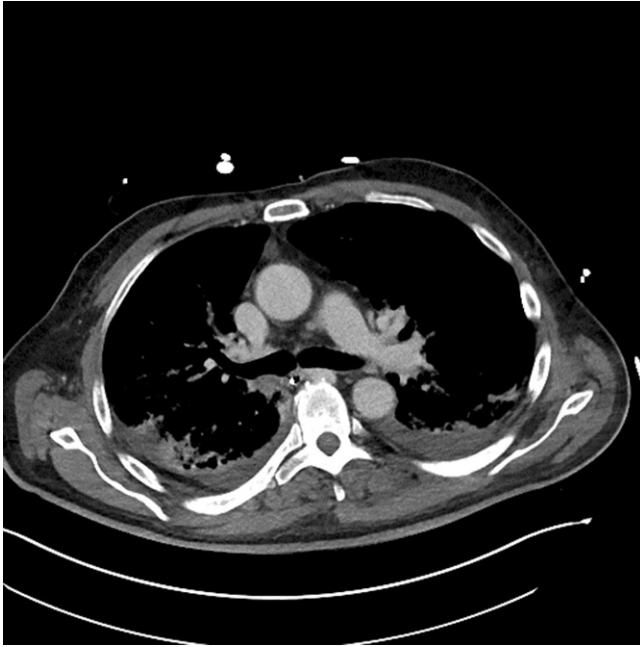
▲ Computertomographie des Thorax im September 2019: Mediastinum und rechter Hilus. (Mit freundl. Genehmigung, © Prof. G. Adam, UKE, Hamburg, alle Rechte vorbehalten)
